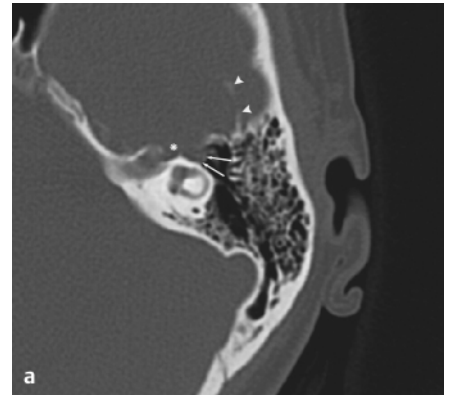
Hochauflösendes Felsenbein-CT, transversale Schichten, (a) durch das Dach des inneren Gehörgangs: In Lokalisation des Ganglion geniculi (\*) findet sich eine Weichteilformation, die mit einer reaktionslosen Arrosion der Felsenbeinoberkante und Vorderfläche einhergeht. Weichteilaufläufere zum Epytympanon (Pfeile), abgehobene, verkalkte Dura (Pfeilköpfe). (b) Mesotympanal: Beachte die Ausdehnung des Tumors an die Gehörknöchelchen heran (Pfeile). Nervus facialis am Eintritt in das mastoideale Segment normal kalibrig (langer Pfeil).
